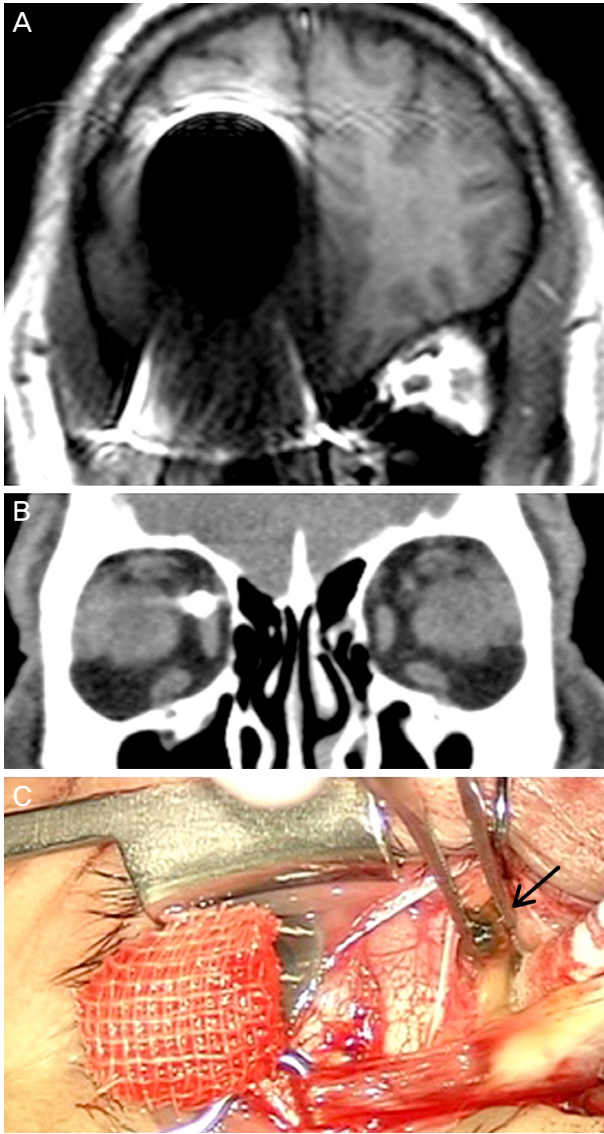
A case of orbital metal foreign body. (A) A 58-year-old man was seen with an incidental detection of metallic foreign body during a neurologic workup for an episode of syncope 1 month earlier. A magnetic resonance image showed a significant artifact caused by a metallic foreign body in the right orbit. He had a trauma history while gardening with a grass cutter 8 years earlier. (B) A coronal computed tomography scan showed a metallic foreign body in the right superonasal orbit adjacent to the medial rectus muscle. (C) A piece of rusty iron (black arrow) which was well encapsulated was removed through a limbal conjunctival incision.
